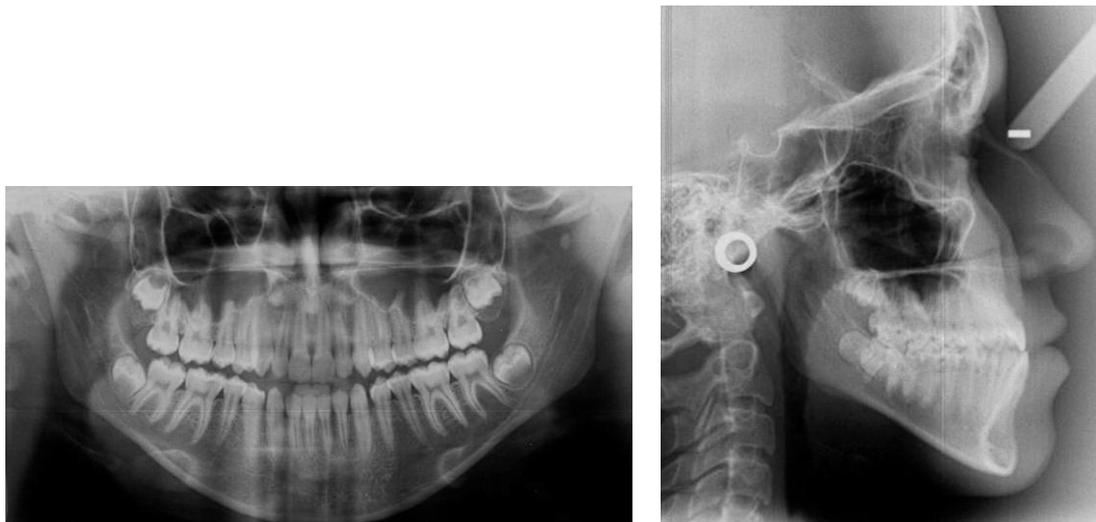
Radiografia panorâmica e telerradiografia inicial
